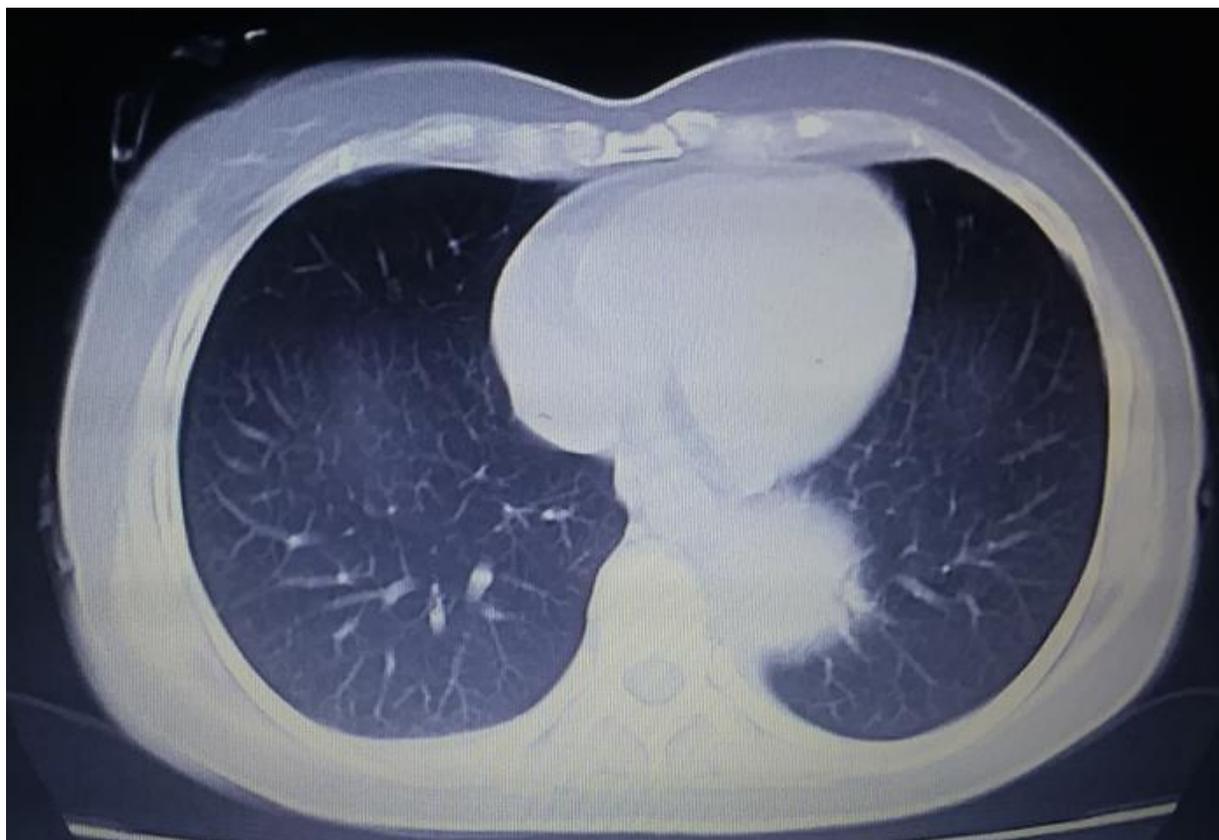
TAC imagen en la que se observa la masa mediastínica.
